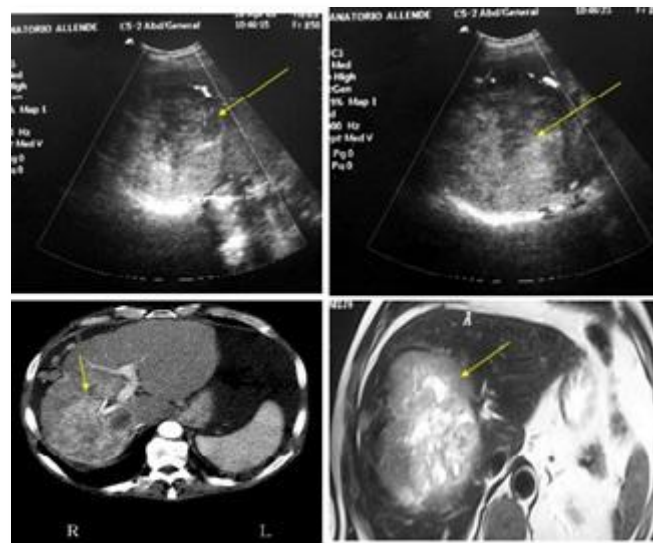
Características de CHC por ecografía, TAC y RNM
